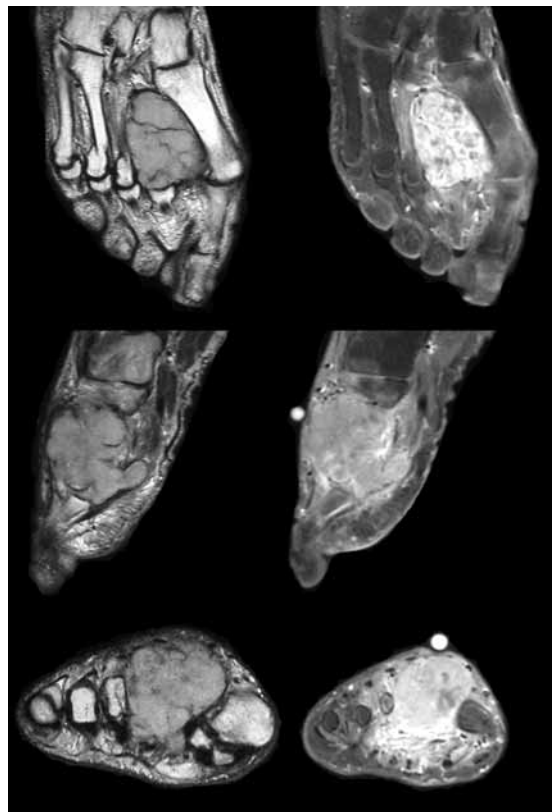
Imagen tumoral obtenida en diferentes planos mediante resonancia nuclear magnética en T1 y T2.
